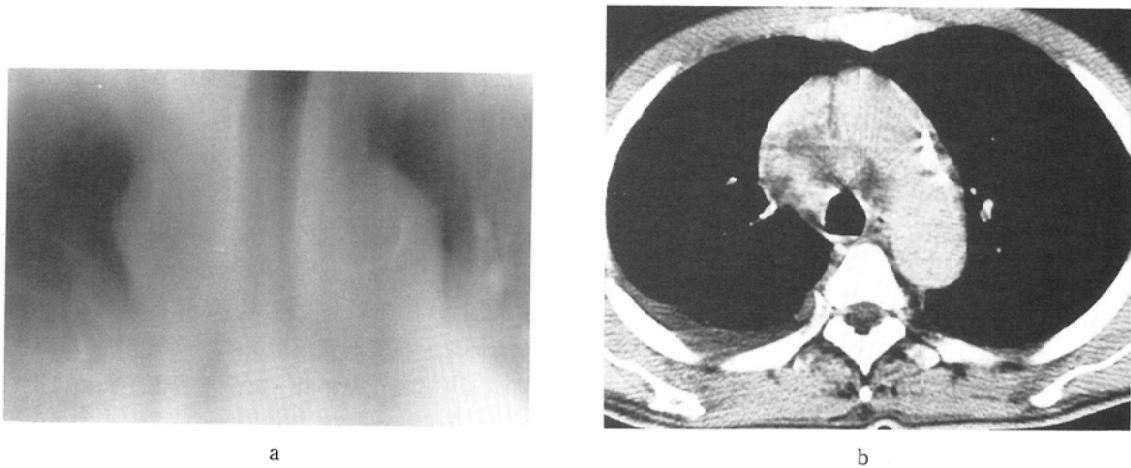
a): AP tomogram. b): CT.
